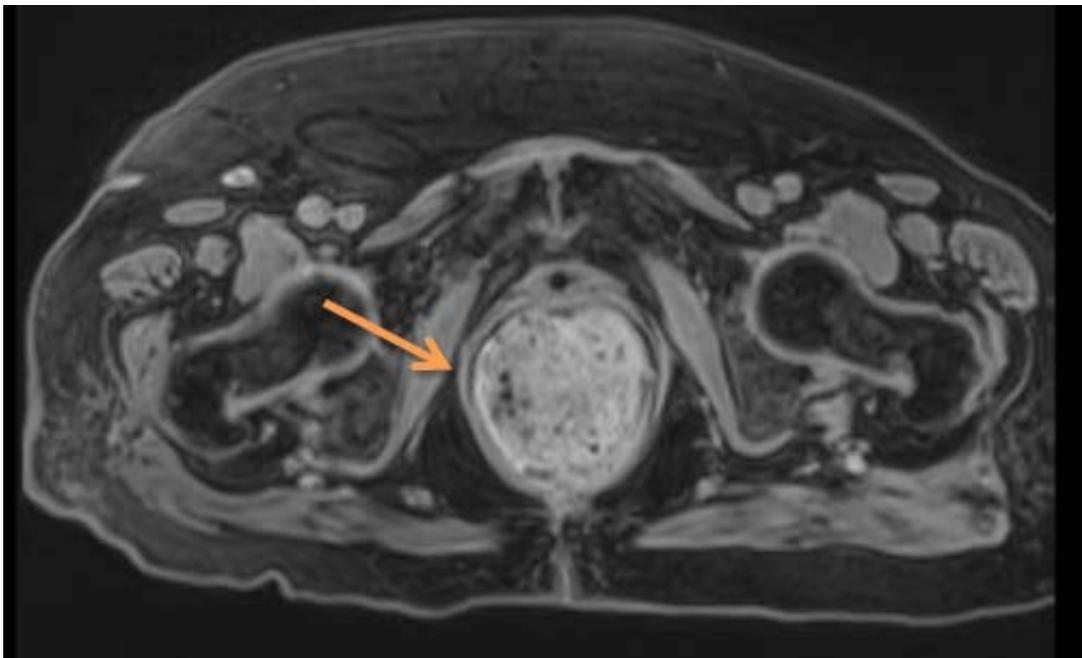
Ressonância Magnética Pélvica em corte axial evidenciando a uretra adjacente à tumoração capsulada.
